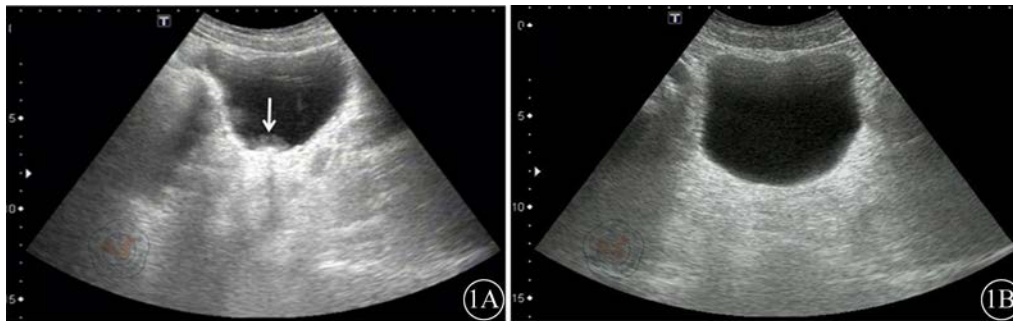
患者的膀胱超声图。1A: 治疗前膀胱彩超提示膀胱内膜面毛躁, 腔内液体透声差, 内见絮状低回声(箭头所示); 1B: 联合抗真菌治疗1个月后复查提示膀胱内病灶消退
